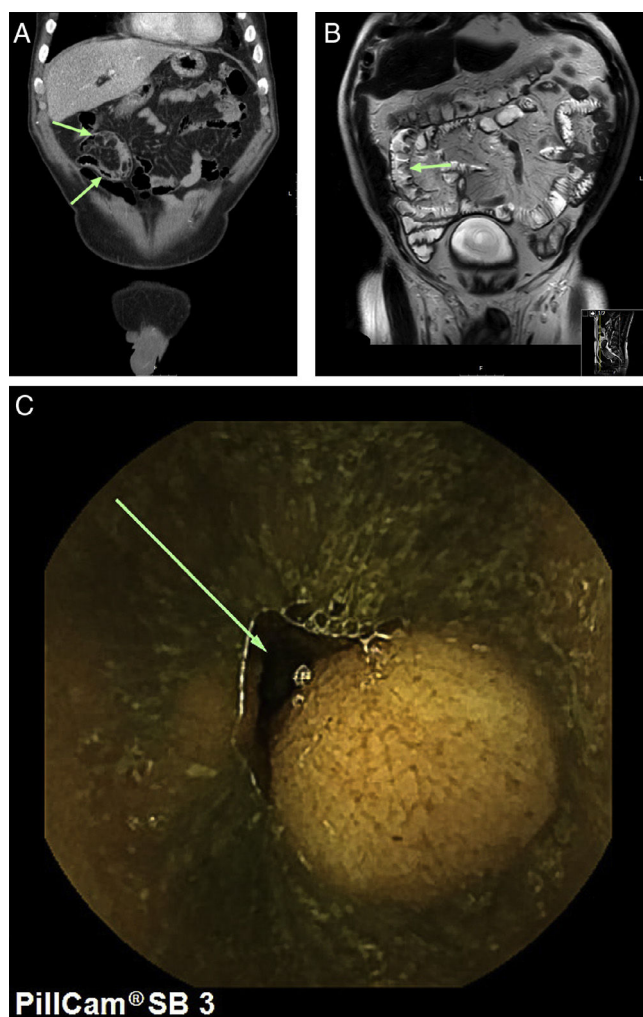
A) Corte coronal de la TC toracoabdominal con tumoraciones a nivel de íleon. B) Corte coronal de la RM intestinal en secuencia T2 con tumoraciones a nivel de íleon. C) Tumoración de íleon visualizada con cápsula endoscópica.
